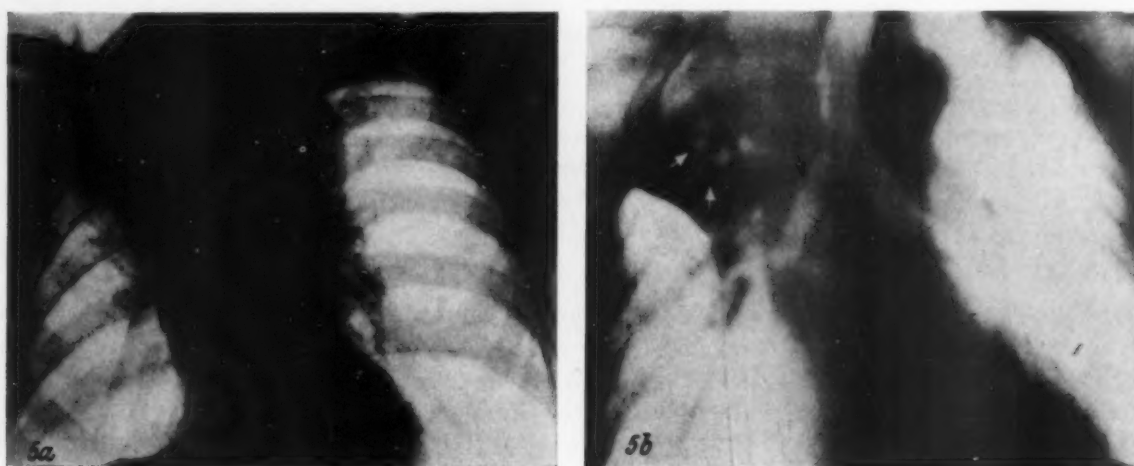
Bronchuskarzinom des rechten Oberlappens. a) Normale Lungenaufnahme. b) Tomographischer Nachweis der Stenose des eparteriellen Bronchus und zentraler Zerfallshöhlen innerhalb des Tumors.
